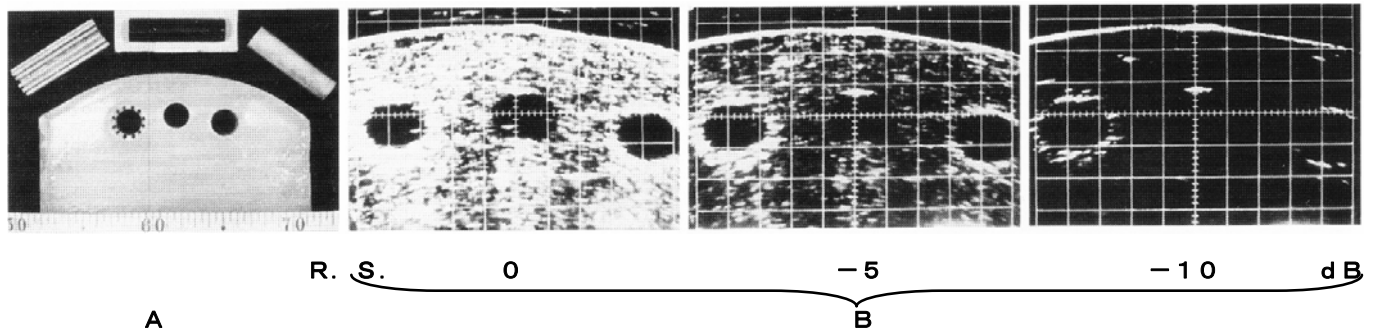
寒天モデル (A) とそのエコーグラム (B)
